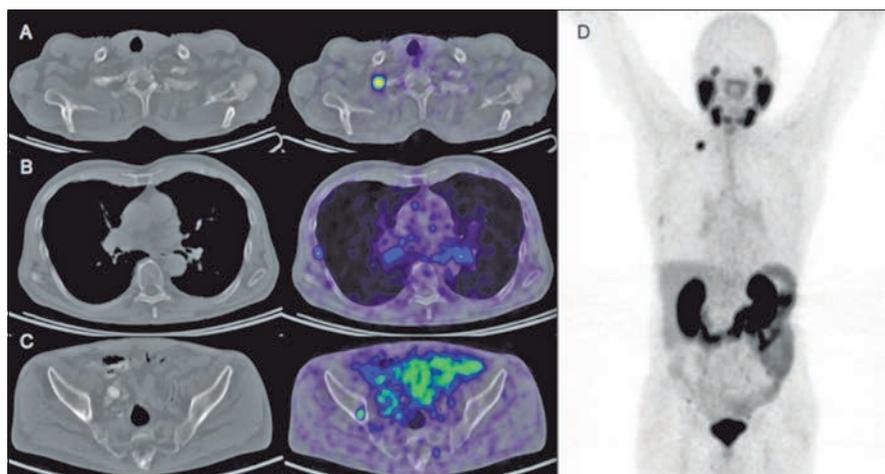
PSMA-PET/CT von Patient 1.
